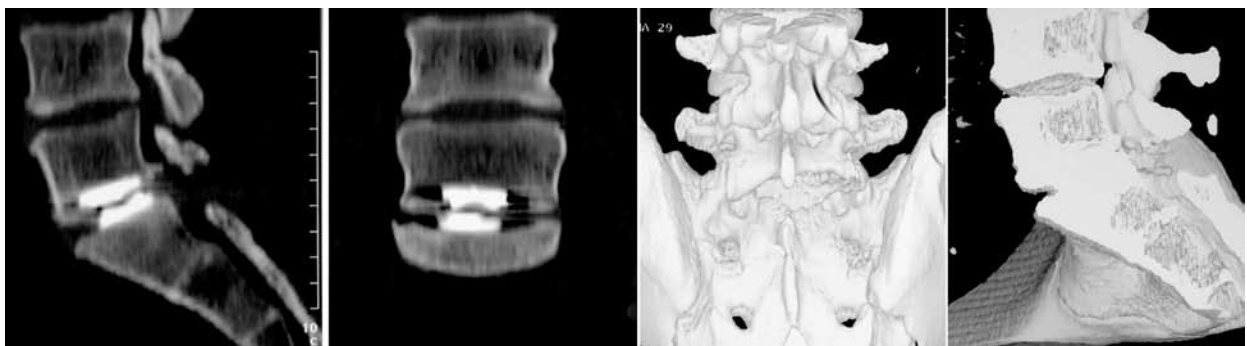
Контрольна КТ після операції. Положення протеза оптимальне, відсутній фасетковий суглоб з одного боку.
